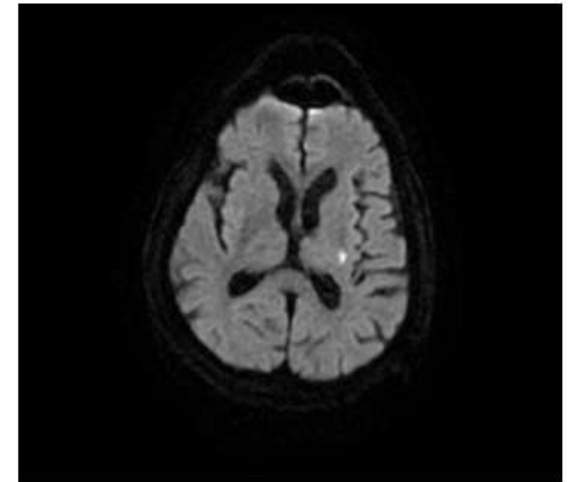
Vascular involvement; axial diffusion-weighted MRI image shows the diffusion restriction of acute embolic infarct in the left insular cortex
